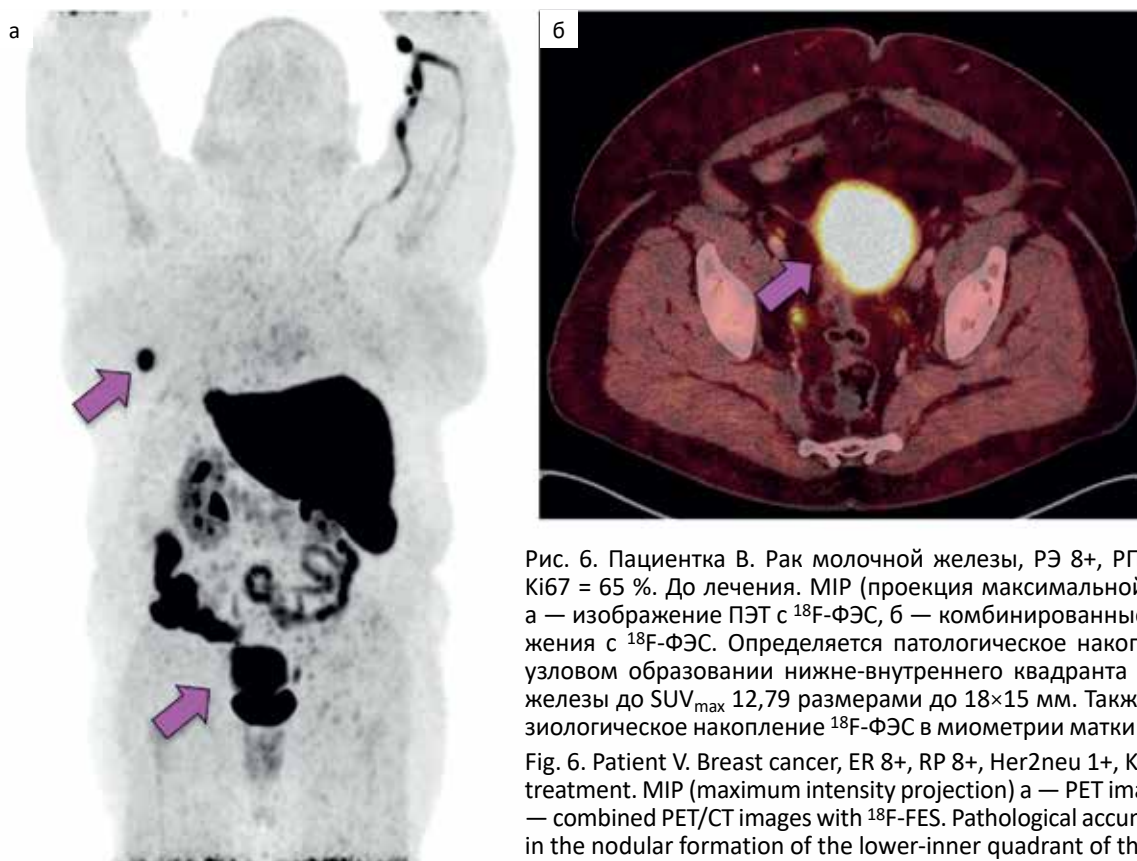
Пациентка В. Рак молочной железы, РЭ 8+, РП 8+, Her2neu 1+, Ki67 = 65 %. До лечения. MIP (проекция максимальной интенсивности) а — изображение ПЭТ с ^{18}F -ФЭС, б — комбинированные ПЭТ/КТ-изображения с ^{18}F -ФЭС. Определяется патологическое накопление ^{18}F -ФЭС в узловом образовании нижне-внутреннего квадранта левой молочной железы до SUV_{max} 12,79 размерами до 18×15 мм. Также отмечается физиологическое накопление ^{18}F -ФЭС в миометрии матки до SUV_{max} 10,38
